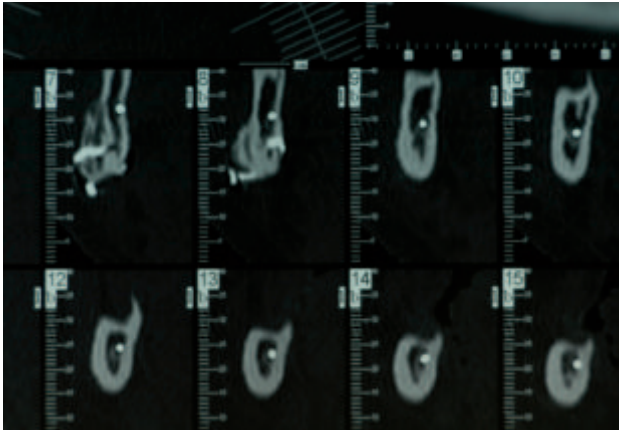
Cortes transversales del TAC mandibular donde se pone de manifiesto la escasa altura ósea.
